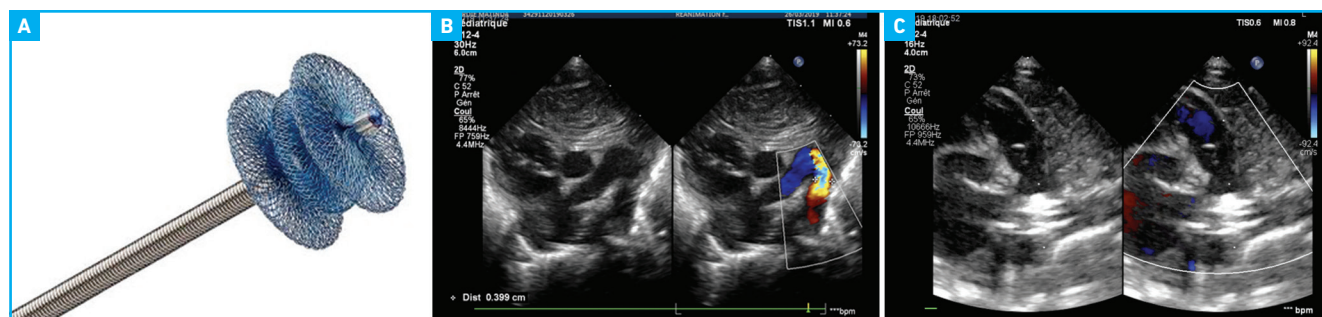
Prothèse Piccolo Abbott de la taille d'un petit pois. B : échographie du canal artériel ouvert. C : échographie du canal artériel après mise en place de la prothèse.
